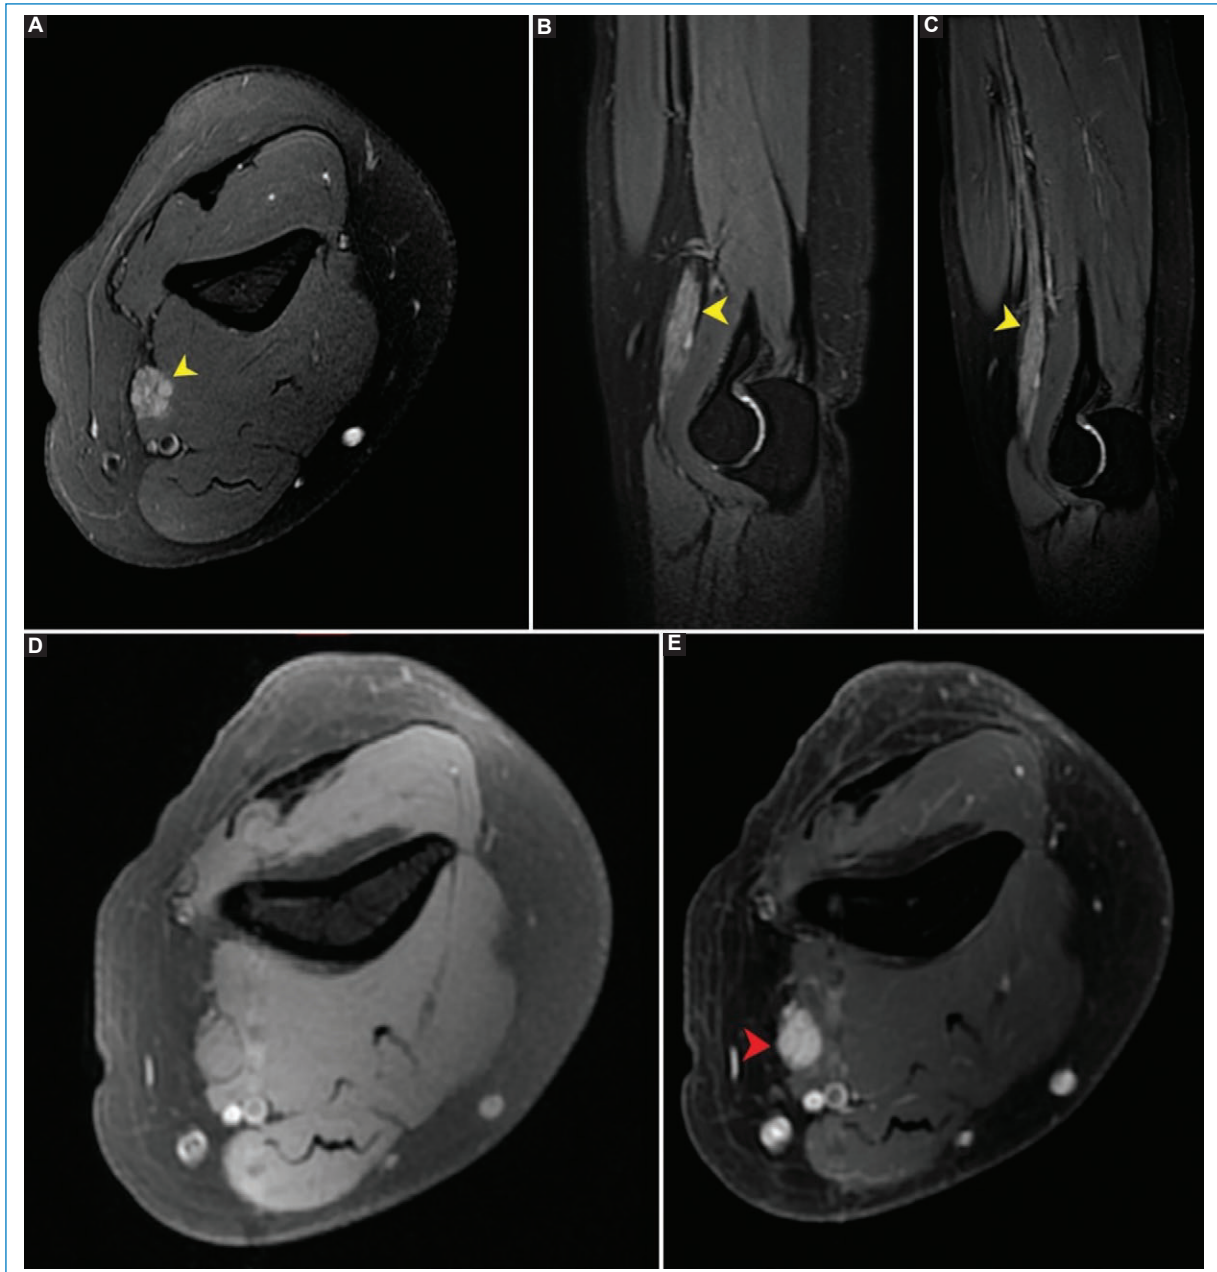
A: RM en secuencias potenciadas en T2 en plano axial. B: secuencia coronal IDEAL Water T2. C: reconstrucción curva. D y E: secuencia ponderada en T1 fat-sat previo y tras la administración de gadolinio. Se observa incremento del espesor y señal (cabeza de flecha amarilla) del nervio mediano con intenso realce (cabeza de flecha roja) luego de la administración de contraste endovenoso («panal de abejas»).
